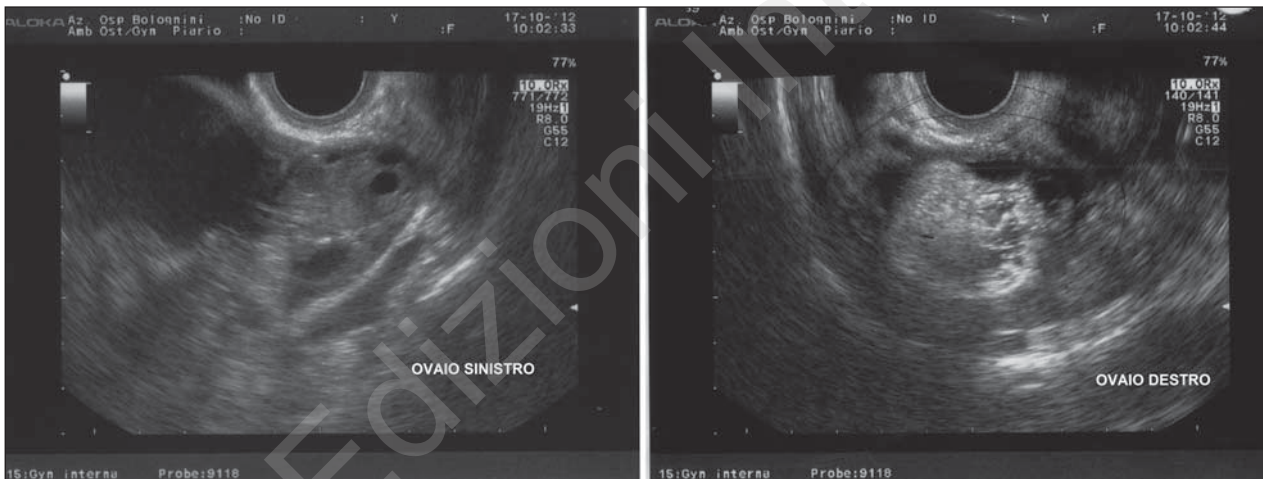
Ecografia transvaginale degli annessi al ricovero. Riscontro di neoformazione ovaio destro.
